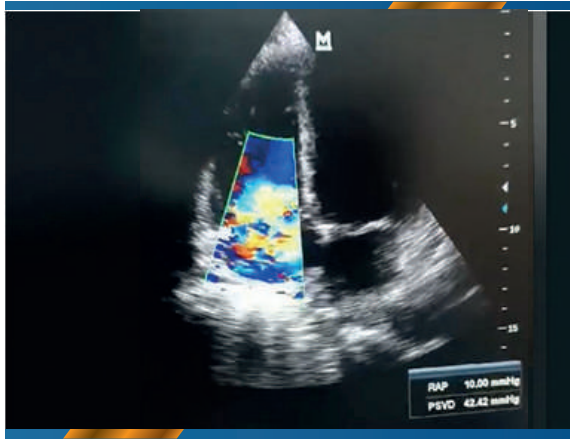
Ecocardiograma tratorácico
